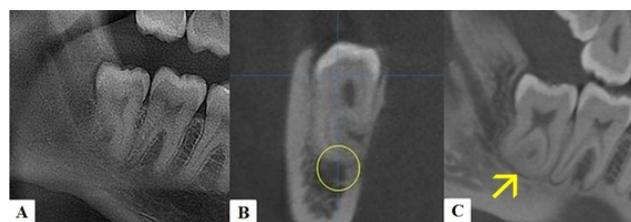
A, radiografia panorâmica com imagem sugestiva de íntima relação das raízes do dente 48 com o canal mandibular; B, corte parassagital evidenciando a estreita associação entre a porção radicular e o NAI, além de dilaceração radicular para a cortical lingual; C, corte coronal destacando a dilaceração radicular significativa para distal. Fonte: próprios autores.
